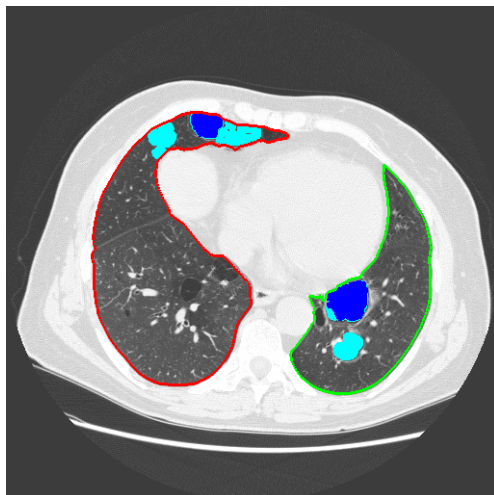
Secção do exame de TAC com regiões enfisematosas A e B (azul claro e escuro, respectivamente).
